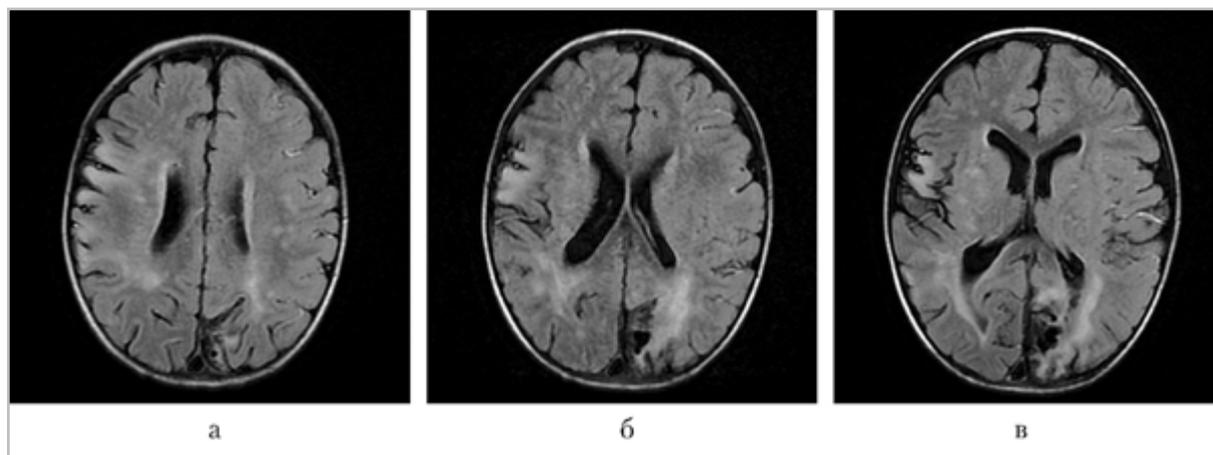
МР-томограммы головного мозга пациента до хирургического лечения в режиме T2-FLAIR
